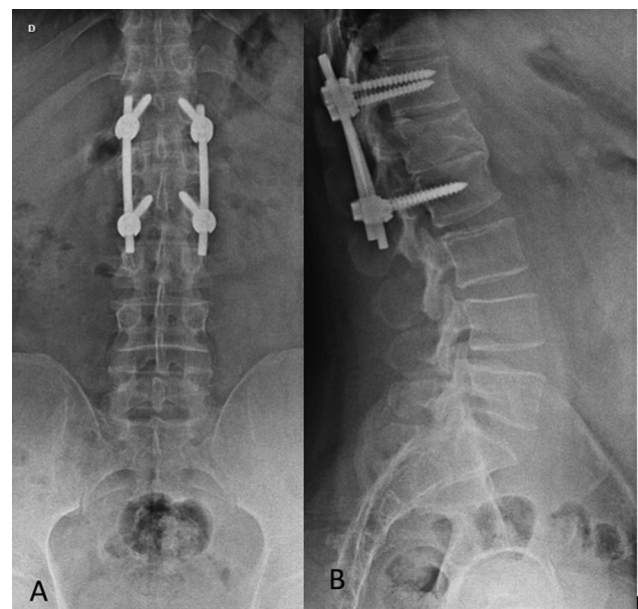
Radiografia no período pós-operatório imediato de um paciente submetido à fixação percutânea minimamente invasiva em projeção anteroposterior (A) e em perfil (B).
